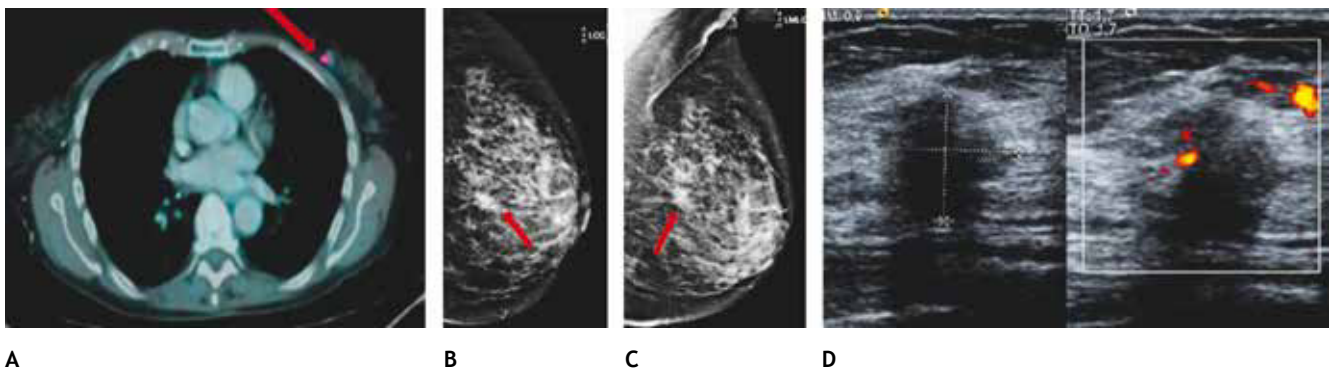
A) Paciente de 77 años con antecedente de linfoma no Hodgkin (PET-CT), tumoración mamaria izquierda con captación de 18-FDG (flecha). B) y C) Mastografía con tumoración espiculada en CSEI (flechas). D) Tumoración hipoeoica, irregular y vascularizada, BIRADS 5: cáncer ductal infiltrante.
